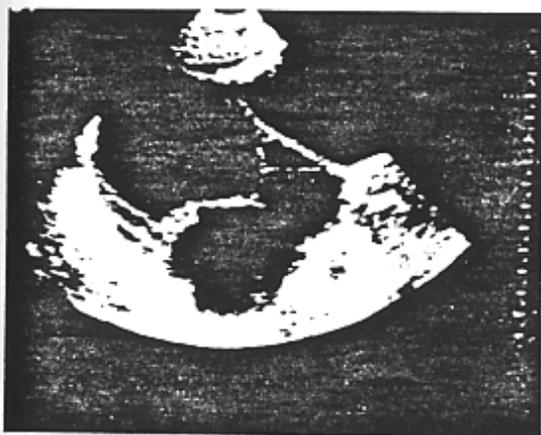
Iperstimolazione ovarica: aspetto ecografico della forma prevalentemente follicolare.
